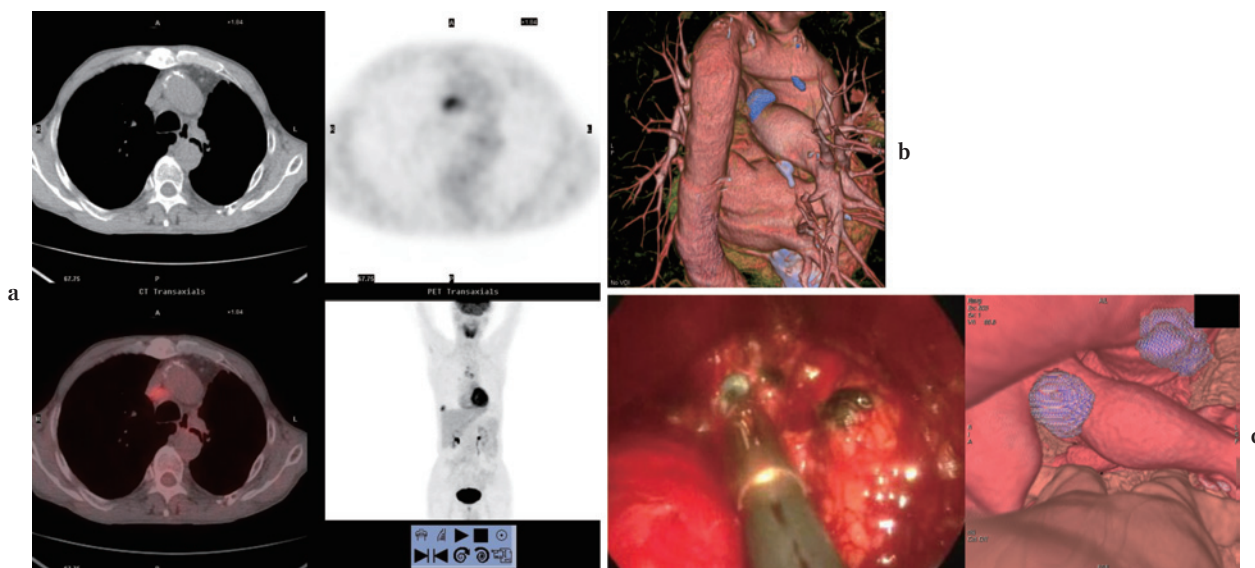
Right lung cancer, with mediastinal lymph node accumulation of FDG. a: CT, PET, fusion image on axial section. b: 3-dimensional image reconstructed by contrast enhanced CT and FDG-PET. c: Lymph node biopsy was performed under mediastinoscopy. The right image shows virtual mediastinoscopy, and left image shows biopsy under mediastinoscopy.
